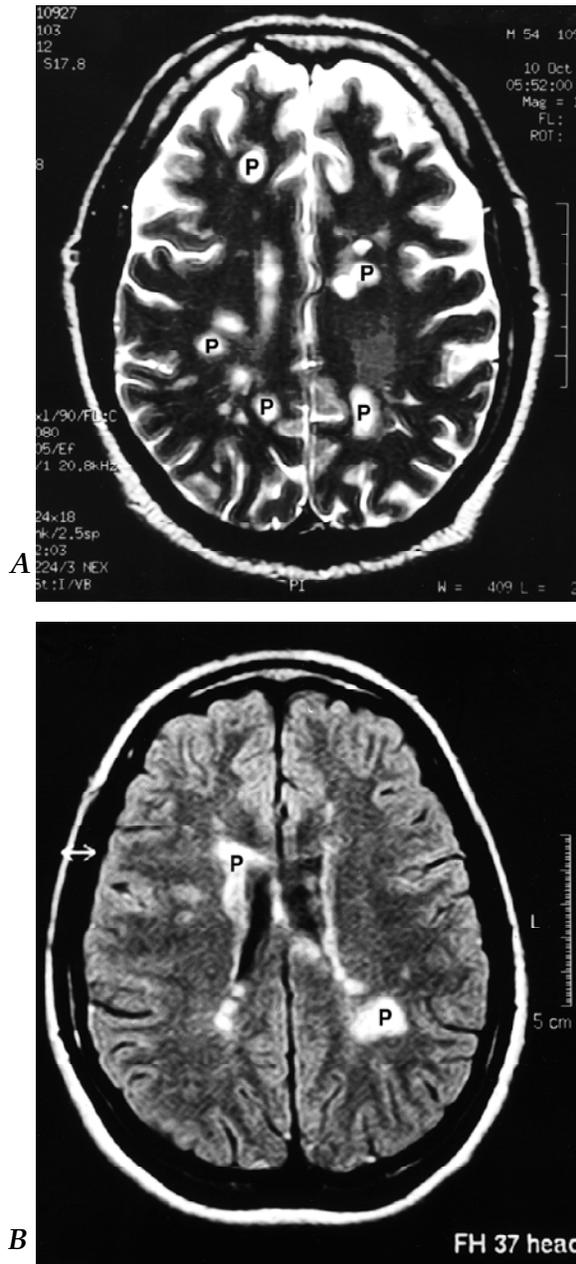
Resonancia Magnética en EM. A: Muestra característica predilección de la localización periventricular de las lesiones encefálicas (placas:p), las que en la modalidad Flair toman aspecto blanco intenso. B: Se observa la multiplicidad de lesiones. En la modalidad T2, la SB toma aspecto oscuro y las lesiones se ven en blanco muy intenso (Tomadas del capítulo 23 de este volumen, Imágenes por Resonancia Magnética, de E. Terra y cols.).
